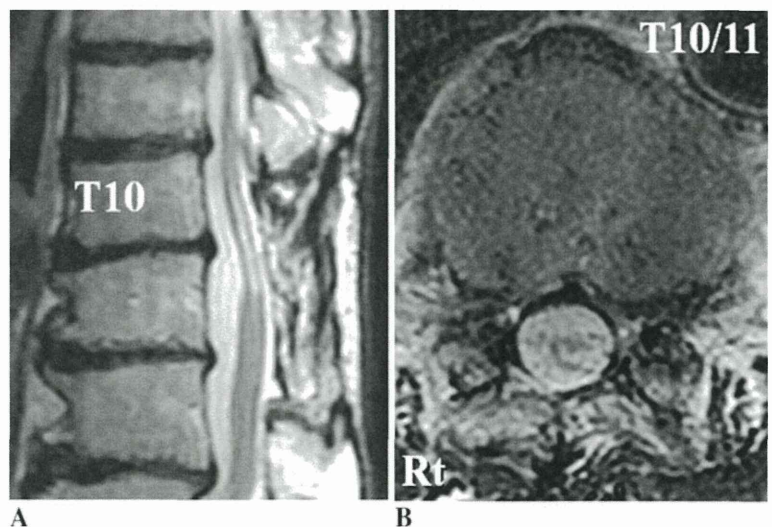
Case 11. T2-weighted MR midsagittal image (a) and axial image at T10–T11 (b) showing that the spinal cord was decompressed but was atrophic at T10–T11
